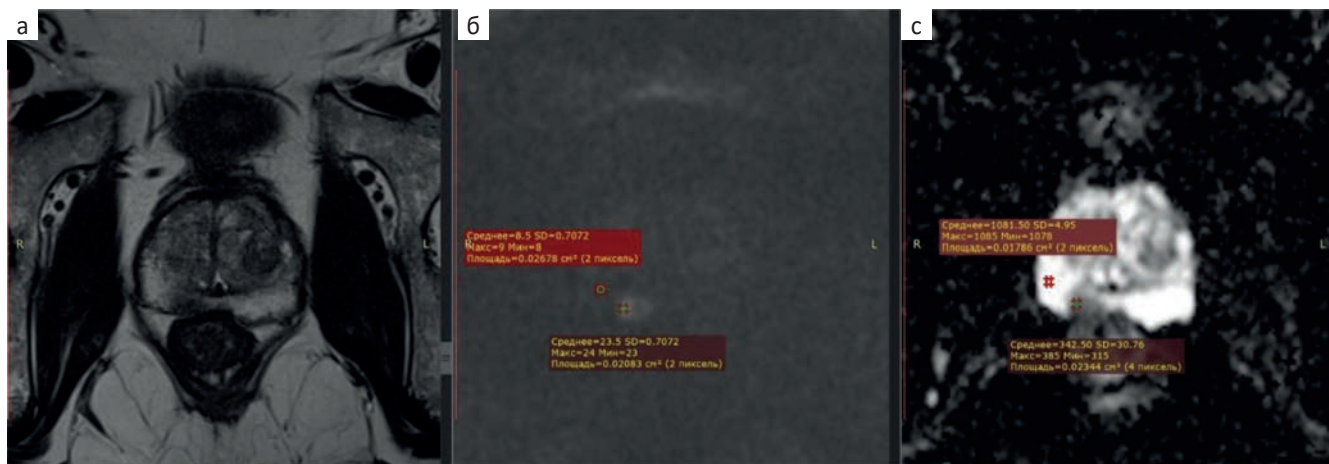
МРТ предстательной железы, очаг категории PI-RADS 4 в периферической зоне справа, верифицирован рак ПЖ, Глисон 7 (3+4). а — T<sub>2</sub> ВИ высокого разрешения в аксиальной плоскости. На фоне неоднородного диффузного снижения МР-сигнала от периферических зон в сегменте PZpm визуализируется участок пониженного сигнала на T<sub>2</sub> ВИ с нечеткими контурами; б — ДВИ с высоким b фактором (2500 с/мм<sup>2</sup>). Значения интенсивности сигнала в участке повышенного сигнала (b<sub>1</sub> — 23 а.у.) и в неизменном участке периферической зоны (b<sub>2</sub> — 8 а.у.), b<sub>1</sub>/b<sub>2</sub> — 2,7 а.у.; с — ИКД-карта. Значение интенсивности сигнала в участке пониженного сигнала (ИКД<sub>1</sub> — 342×10<sup>-6</sup> мм<sup>2</sup>/с) и в неизменном участке периферической зоны (ИКД<sub>2</sub> — 1081×10<sup>-6</sup> мм<sup>2</sup>/с), ИКД<sub>2</sub>/ИКД<sub>1</sub> — 3,1 а.у.
